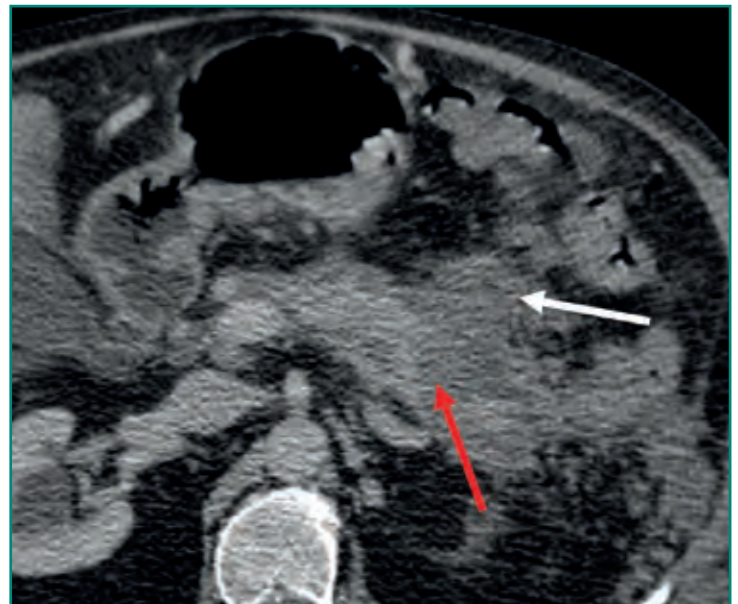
TC en la que se identifica una pancreatitis necrotizante con ausencia de realce del parénquima hepático (flecha roja) y colecciones agudas necróticas peripancreáticas (flecha blanca).
